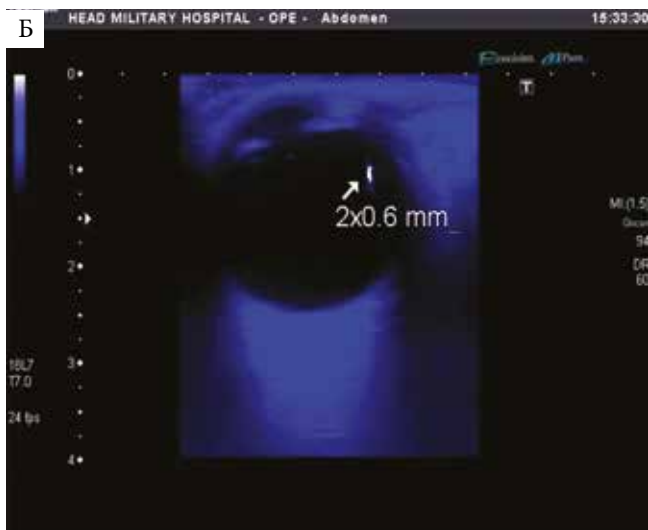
УЗИ глаза. Инородное тело глаза при огнестрельном проникающем ранении (2 – металлический осколок, указан стрелкой) в проекции цилиарного тела. 1 – верхнее веко, 3 – стекловидное тело
